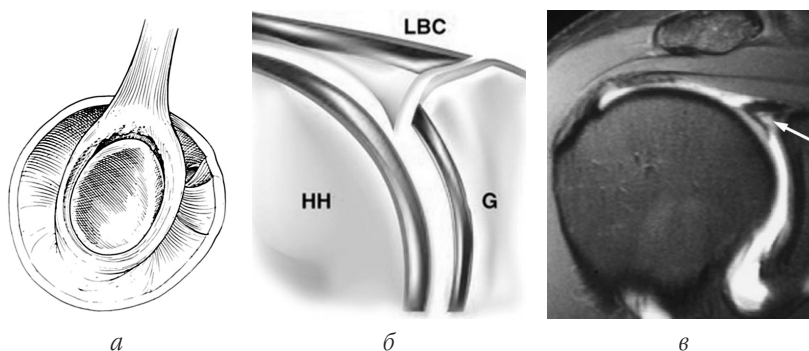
SLAP-пошкодження, *тип II*: *а* — сагітальний вигляд; *б* — фронтальний зріз; *в* — МРТ, корональна проекція (стрілкою вказана зона пошкодження ВЧ СГ лопатки)
